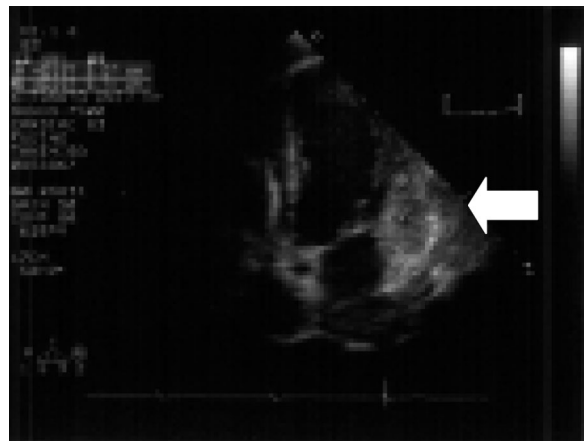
Cardiac ultrasonography showed a low density mass at the cardiac muscle of the left cardiac ventricle.
